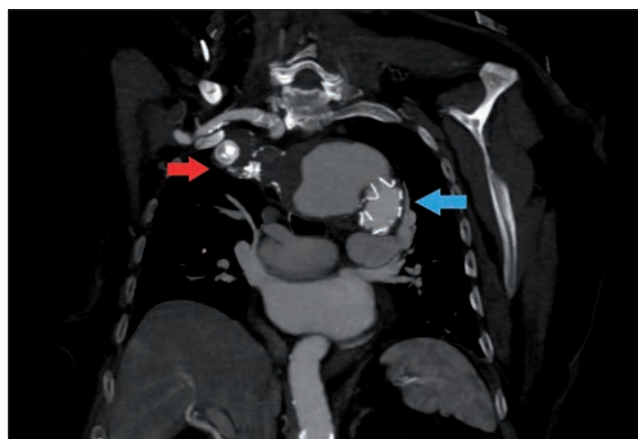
CT thorax angiography after endovascular procedure – treatment of the thoracic aorta using a stent graft combined with an occlusion of ARSA distal to the aneurysm by occluders.
